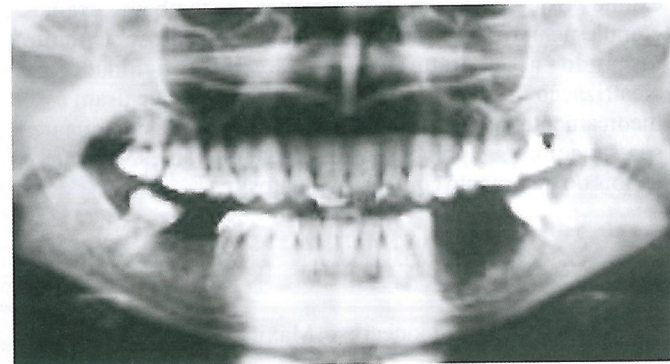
Radiografia panorâmica. Evidenciando áreas de necrose.
